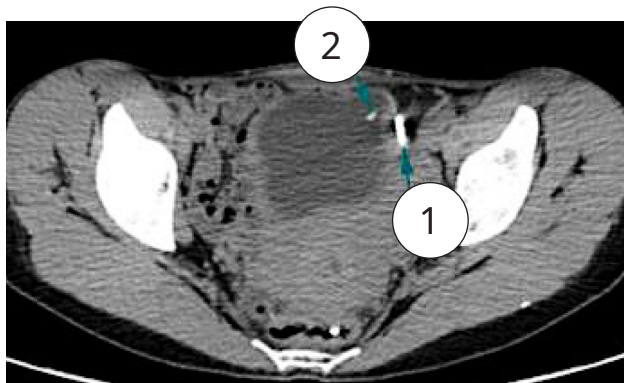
Нативная компьютерная томография таза: 1 — паравезикальная гиперденсивная структура; 2 — конкремент на внутрипузырной части инородного тела
